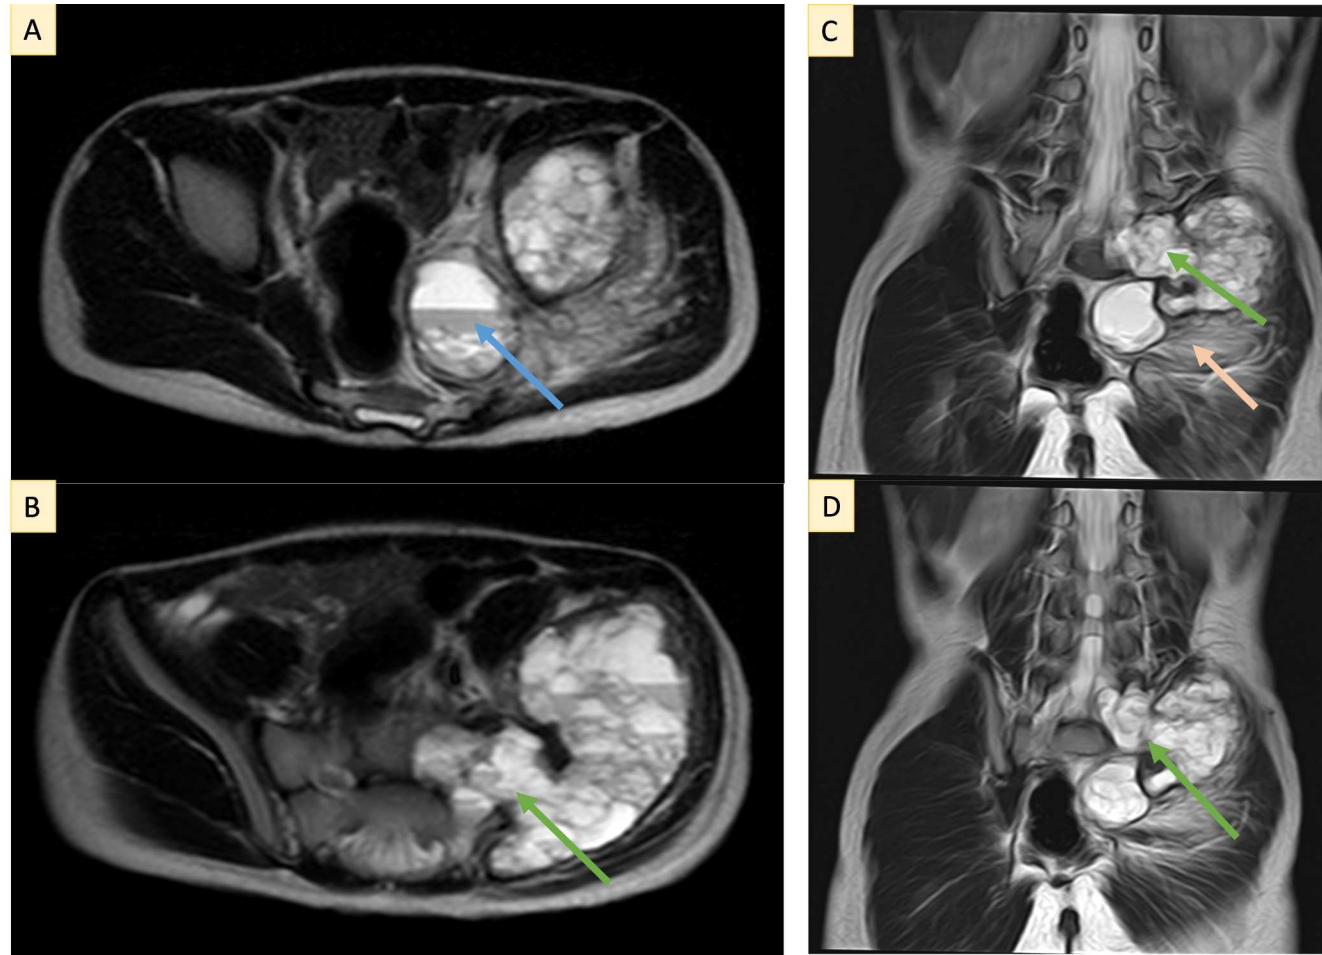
Correspondiente al paciente de la Figura 7: la RM pélvica muestra una lesión ósea multiloculada que desplaza la musculatura adyacente sin infiltración, con niveles líquido-líquido en su interior; la lesión condiciona edema por compresión del músculo piriforme (flecha naranja); las imágenes post-contraste muestran realce de los septos y trabeculaciones internas, así como realce tumoral periférico. (A, B) Secuencias axiales T2 TSE; (C, D) Secuencias coronales T2 TSE.
